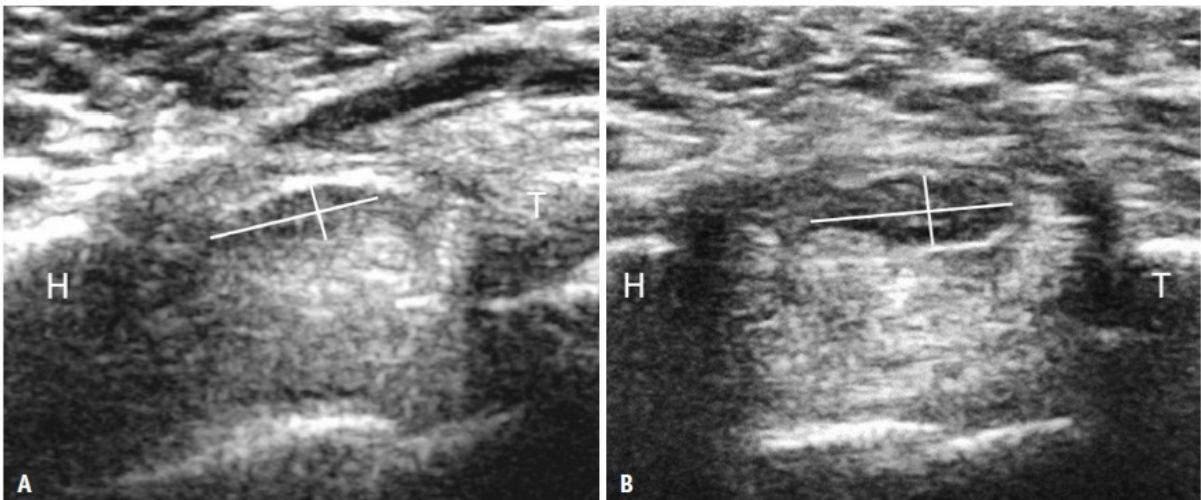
Échographie transversale du canal carpien d'un patient avec une amélioration clinique post-opératoire (figure A en pré-opératoire et figure B à 12 mois de l'opération) : le nerf médian apparaît moins aplati à 12 mois (flatness ratio dit FR à 2,6 contre 3,1 sur la figure A). H= Hamatum. T = Trapèzum. Source : (21)
